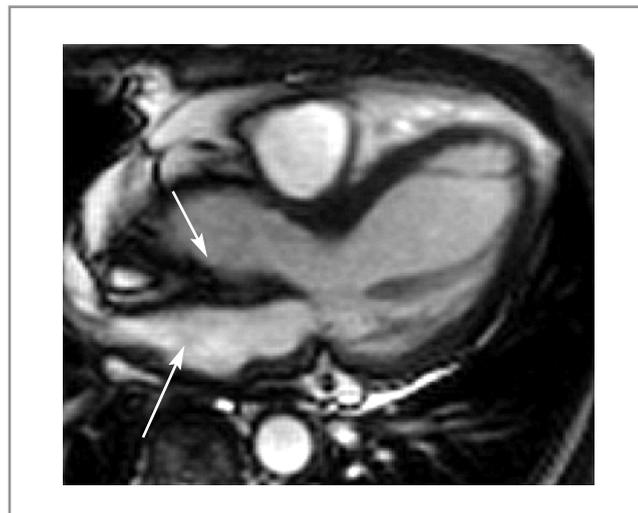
МРТ, кинопоследовательность, трехкамерное сечение. Определяется утолщение стенок ЛП.
